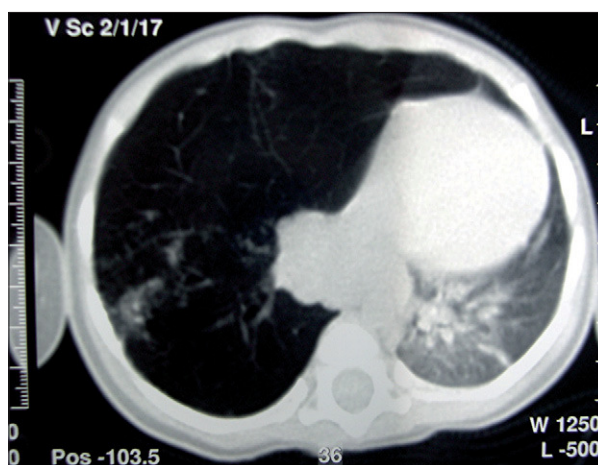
TC torácica. Hiperinsuflación del lóbulo medio con herniación hacia el mediastino anterior con marcas vasculares evidentes. Se aprecian adenopatías paravertebrales derechas, con calcificaciones en su interior e imágenes radiológicas sugestivas de infiltrado pulmonar subpleural en resolución.
